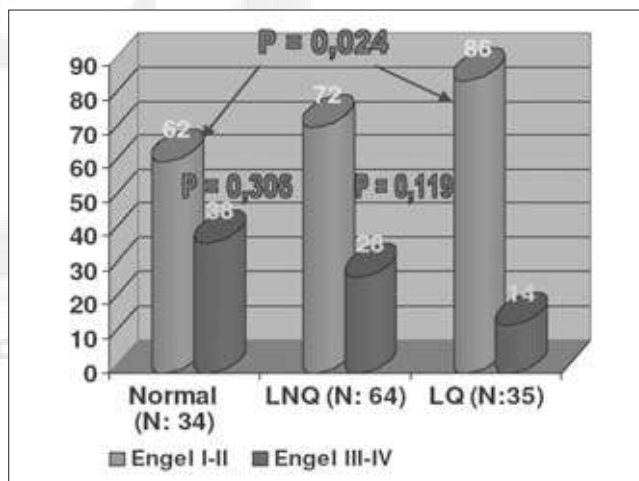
Resultados según la clasificación de Engel a los dos años en función de los datos de la resonancia magnética (disponibles 133 informes radiológicos).
